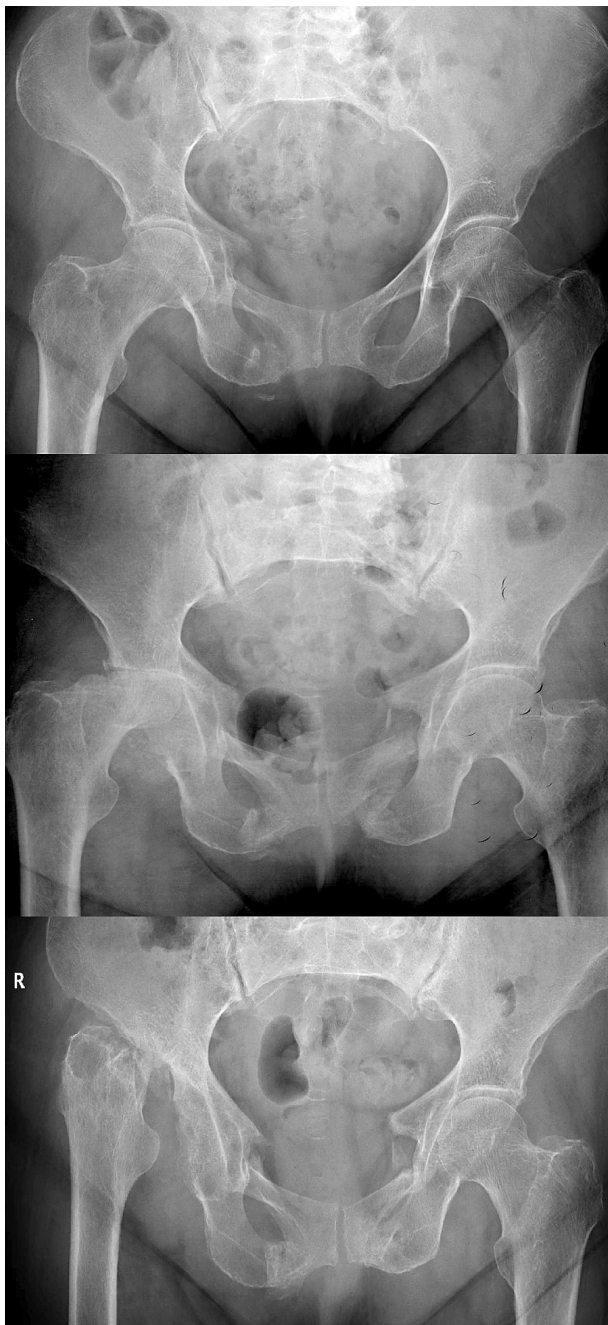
Imágenes de radiografía simple en la que se puede apreciar la evolución hacia la destrucción de la cabeza femoral derecha en 9 meses.
